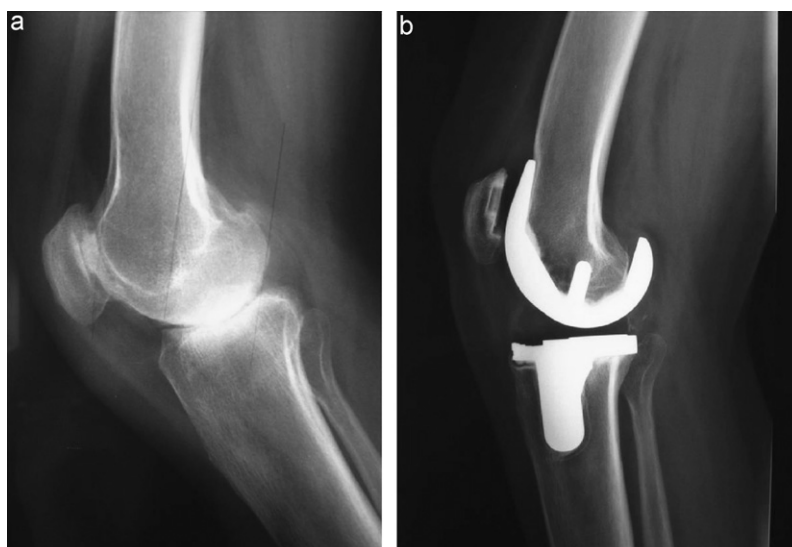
Radiographies du genou d'une jeune patiente de 30 ans atteinte d'une polyarthrite juvénile avec un flexum préopératoire bilatéral de 40°, malgré l'absence d'ostéophyte (a). La prothèse totale, ici avec deux ans de recul (b), a permis d'obtenir une extension complète au prix d'une résection fémorale distale de 5 millimètres. (Clichés dus à l'obligeance du Pr Massin).
